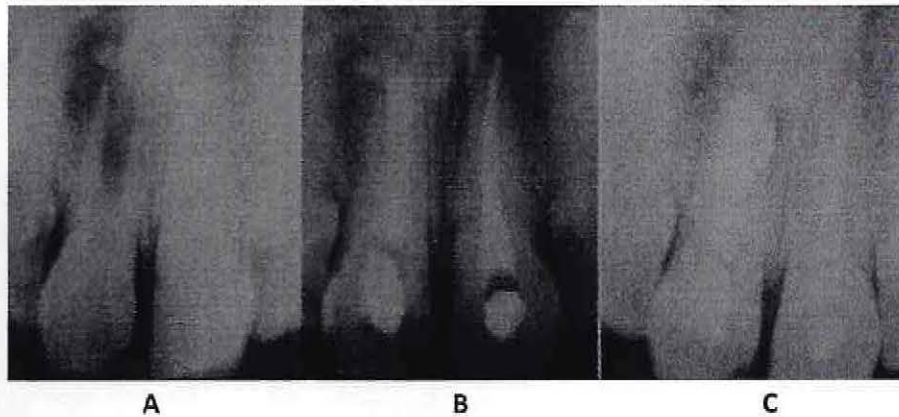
A radiografía preoperatoria de la zona incisiva central del maxilar superior, el paciente es un varón de 15 años; su historia incluye varios traumatismos dentales. El incisivo central izquierdo tiene el ápice abierto y una lesión periapical, lo que indica que la lesión dental se produjo cuando el paciente tenía unos 7 años de edad. El incisivo central derecho tiene el ápice completamente formado, un conducto algo pequeño para su edad y una lesión periapical, lo que indica que la lesión pulpar se produjo varios años antes. Ninguno de estos dientes respondió a las pruebas de temperatura. B ambos dientes tratados antes de la aparición de la apexificación y el ápice en trabuco precisó tratamiento quirúrgico en aquel momento. Se procedió a preparar ambos dientes y obturarlos con gutapercha condensada lateralmente y Tubliseal. La obturación es correcta en el ápice que está desarrollado, pero evidentemente no se ha podido sellar el ápice abierto. Se levantó un colgajo, se curetearon las zonas y se colocó una obturación apical de amalgama en el diente con el ápice abierto. C un año después las zonas han curado perfectamente. Sin embargo, el incisivo izquierdo ha quedado corto, el conducto es bastante amplio y puede existir alguna reacción a la amalgama.
